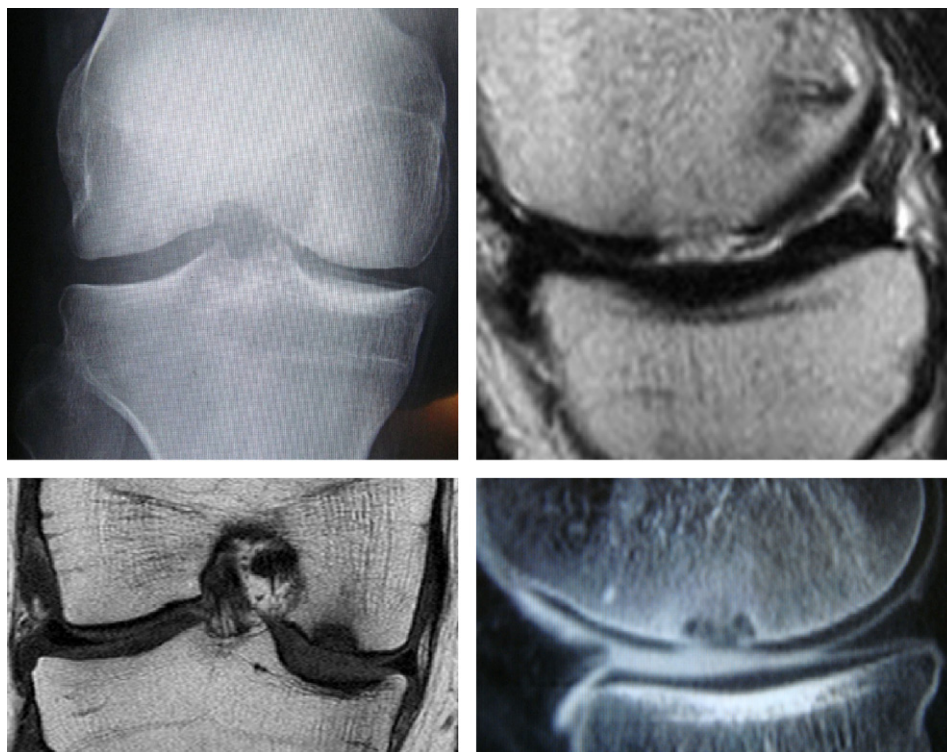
Bilan radiographique du cas clinique n°1 (radiographie simple, IRM et arthro-TDM).
